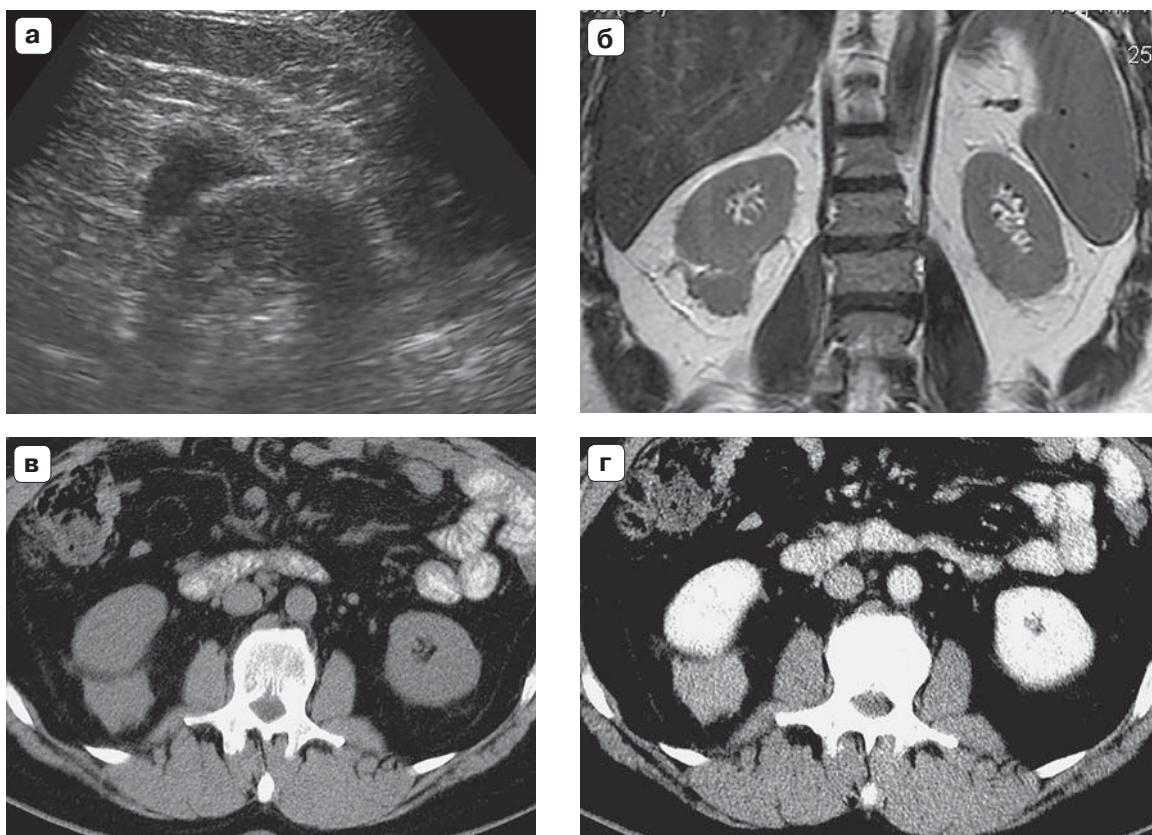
Больной Ф. а – ультразвуковое исследование. В В-режиме к нижнему полюсу правой почки прилежит дополнительное анэхогенное образование, отделенное от нее эхогенной прослойкой. б – магнитно-резонансная томография. Т2 взвешенные изображения. Образование имеет интенсивность сигнала, аналогичную паренхиме почки. Отделено от почки гиперинтенсивной полосой. в–г – компьютерная томография. в – при нативном сканировании образование изоденсно паренхиме почки, отделено гиподенсной полосой. г – нефрографическая фаза контрастирования. Образование накопило контрастный препарат, однако в меньшей степени, чем паренхима почки.
